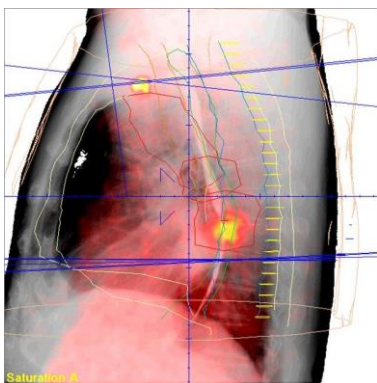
PET Röntgen Lungen seitlich
